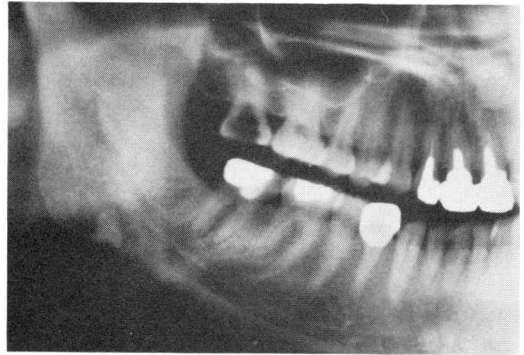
初診時パノラマX線所見。8]相当下顎骨下縁部に歯根様X線不透過像が認められる
